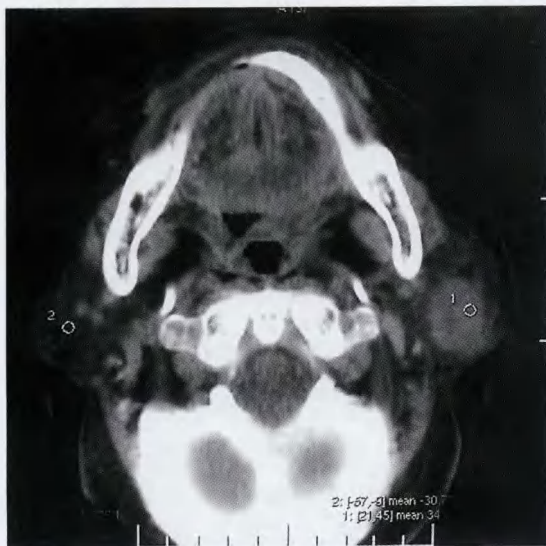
Warthin 瘤。CT 平扫示左腮腺椭圆形软组织密度影,边界光整,CT 值为 34.07Hu。
